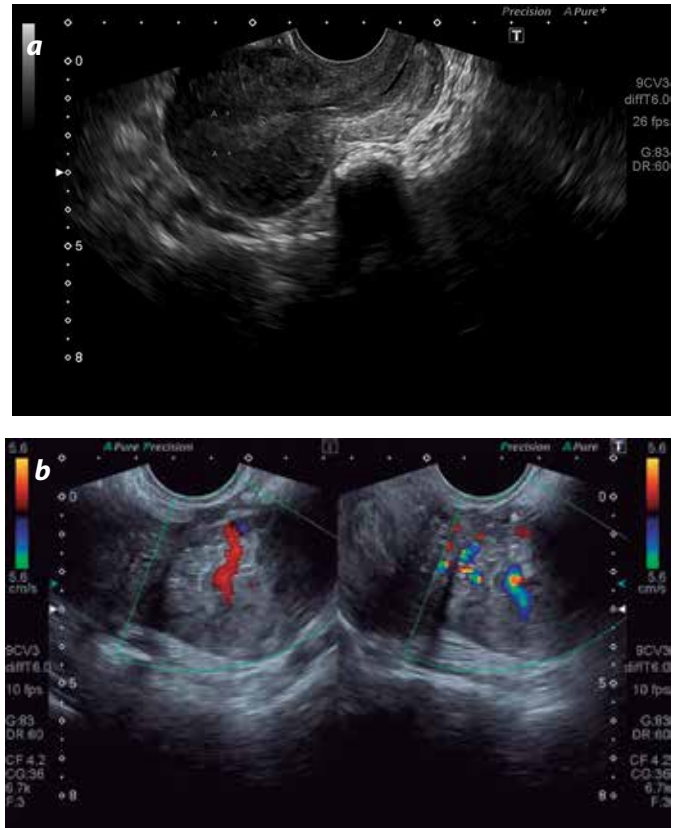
Ecografía transvaginal. a) Útero longitudinal. Se observa cavidad endometrial vacía; no hay líquido libre. b) Masa anexial izquierda, heterogénea; el Doppler color muestra hipervascularidad en el interior. No se identifica el anexo.
